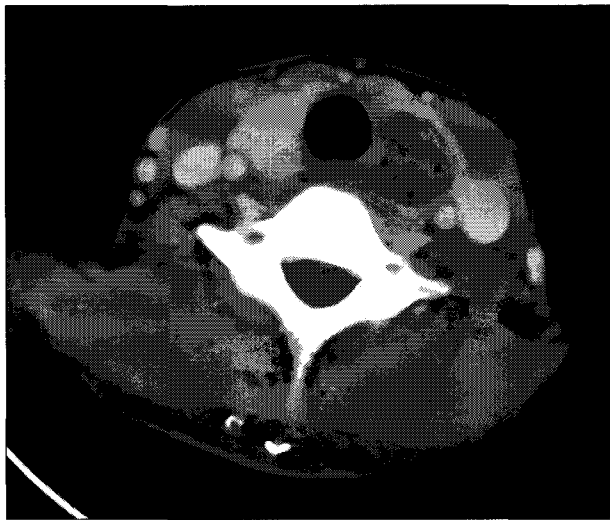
Axial computed tomography demonstrates an air containing cystic mass in the left lobe of the thyroid.
